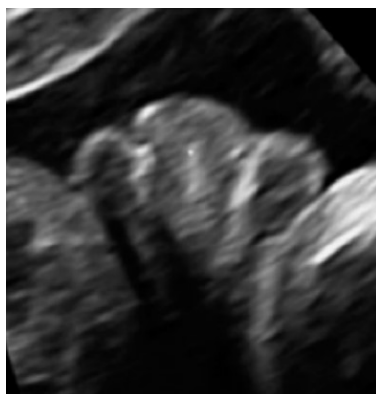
segno del tulipano in ecografia prenatale
